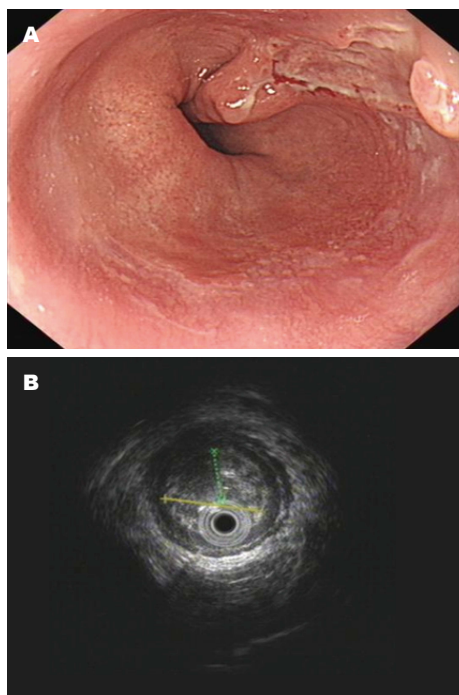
治疗前内镜表现. A: 白光内镜下表现; B: 超声内镜下表现.
